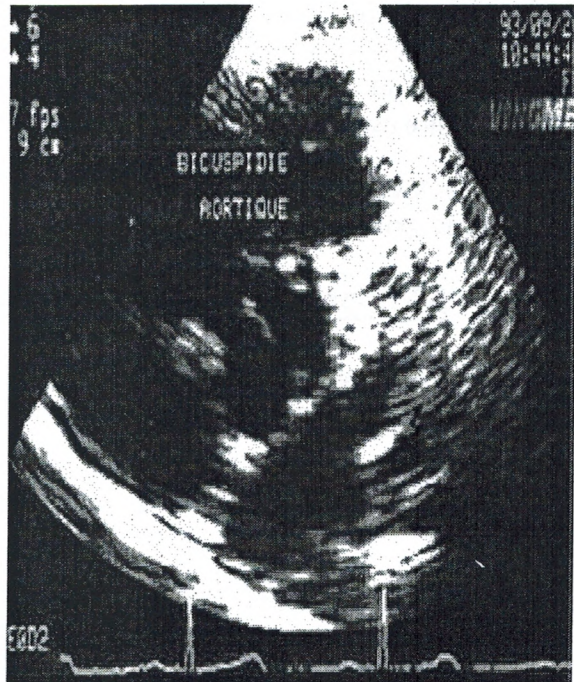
Echocardiographie bidimensionnelle en incidence parasternale petit axe : seules deux sigmoïdes sont visibles avec la fente intersigmoïdienne oblique.
